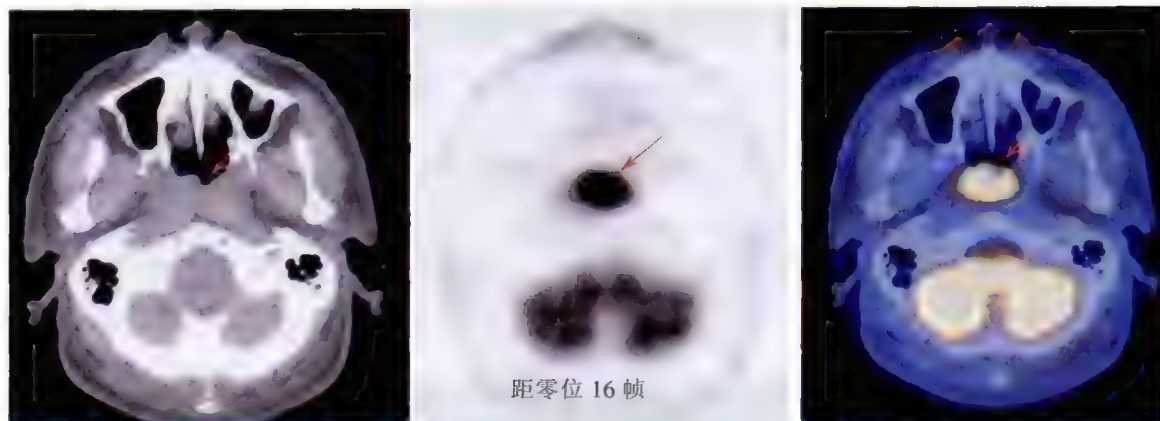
鼻咽癌 ^{18}F -FDG PET/CT 显像见鼻咽部高代谢病灶
